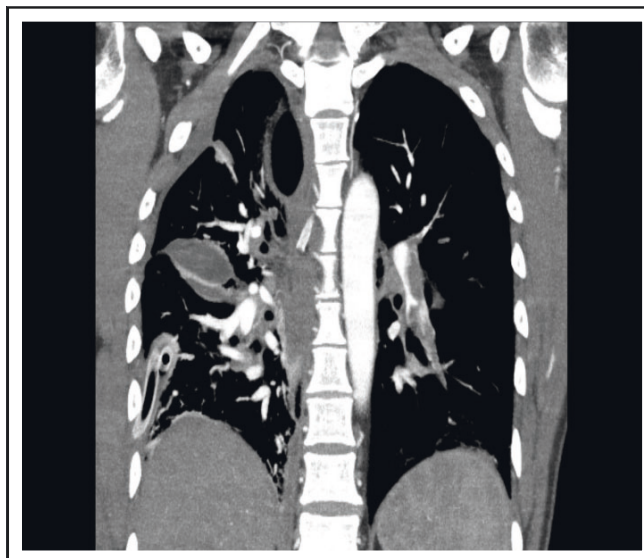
КТ-признаки тромбоэмболии правой и левой легочной артерии и их мелких ветвей. КТ-картина полисегментарной пневмонии (коронарная проекция)
